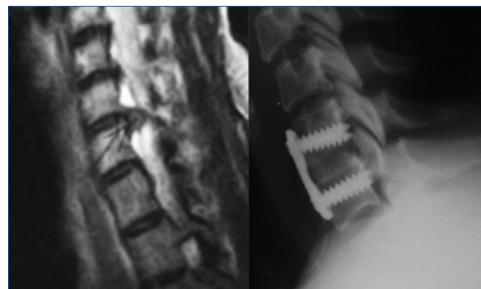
Imagen de resonancia magnética en la que se aprecia la presencia de una hernia discal voluminosa en el nivel C6-C7. Aspecto radiológico tras el tratamiento quirúrgico consistente en discectomía y fusión con placa y tornillos.
